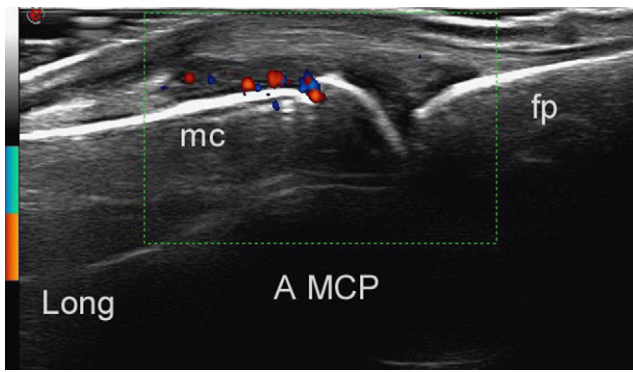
Imagen ecográfica de sinovitis con marcada vascularización sinovial (en color) detectada por *power Doppler* en una articulación metacarpofalángica sin sinovitis clínica. A: articulación; fp: falange proximal; Long: longitudinal; mc: metacarpiano; MCP: metacarpofalanga.
